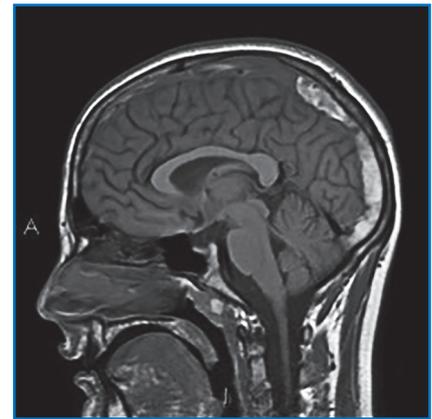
IRM cérébrale, coupe sagittale médiane T1 montrant le thrombus de la partie postérieure du sinus longitudinal supérieur sous la forme d'un hypersignal hétérogène.
